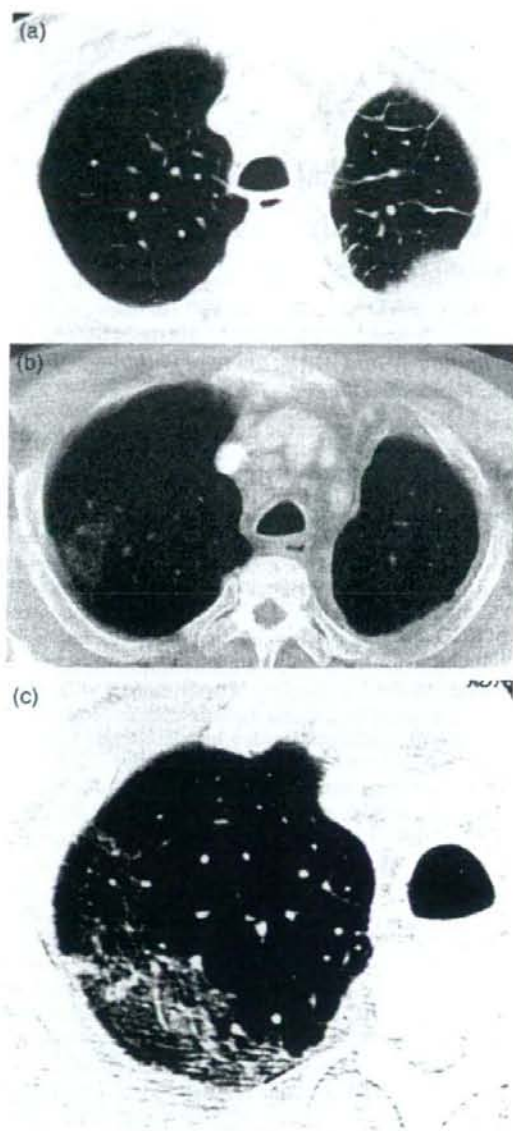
Chest CT scan (a) at the start of gefitinib treatment. No abnormalities were visible in the right upper lobe. (b) Chest CT scan 6 weeks later, when symptoms developed. Focal areas of ground glass opacity were detected in the posterior segment of the right upper lobe. (c) Chest CT scan 10 days after gefitinib had been discontinued. High-resolution CT revealed traction bronchiectasis and architectural distortion in addition to ground glass opacity, suggesting an acute interstitial pneumonia pattern.
